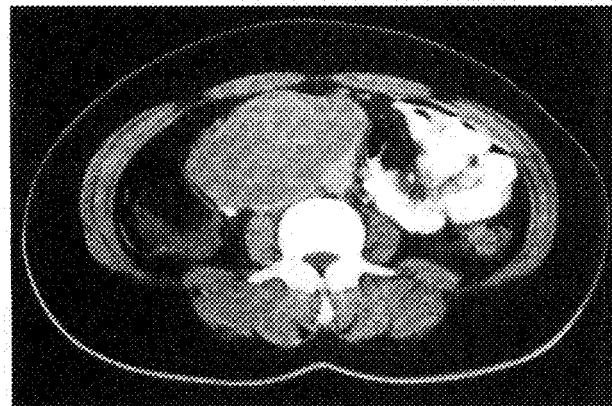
Contrast enhanced CT scan demonstrate a large multilobulated mass at right retroperitoneal space. Note attachment of the mass to the aorta, IVC, and inferior mesenteric artery.
